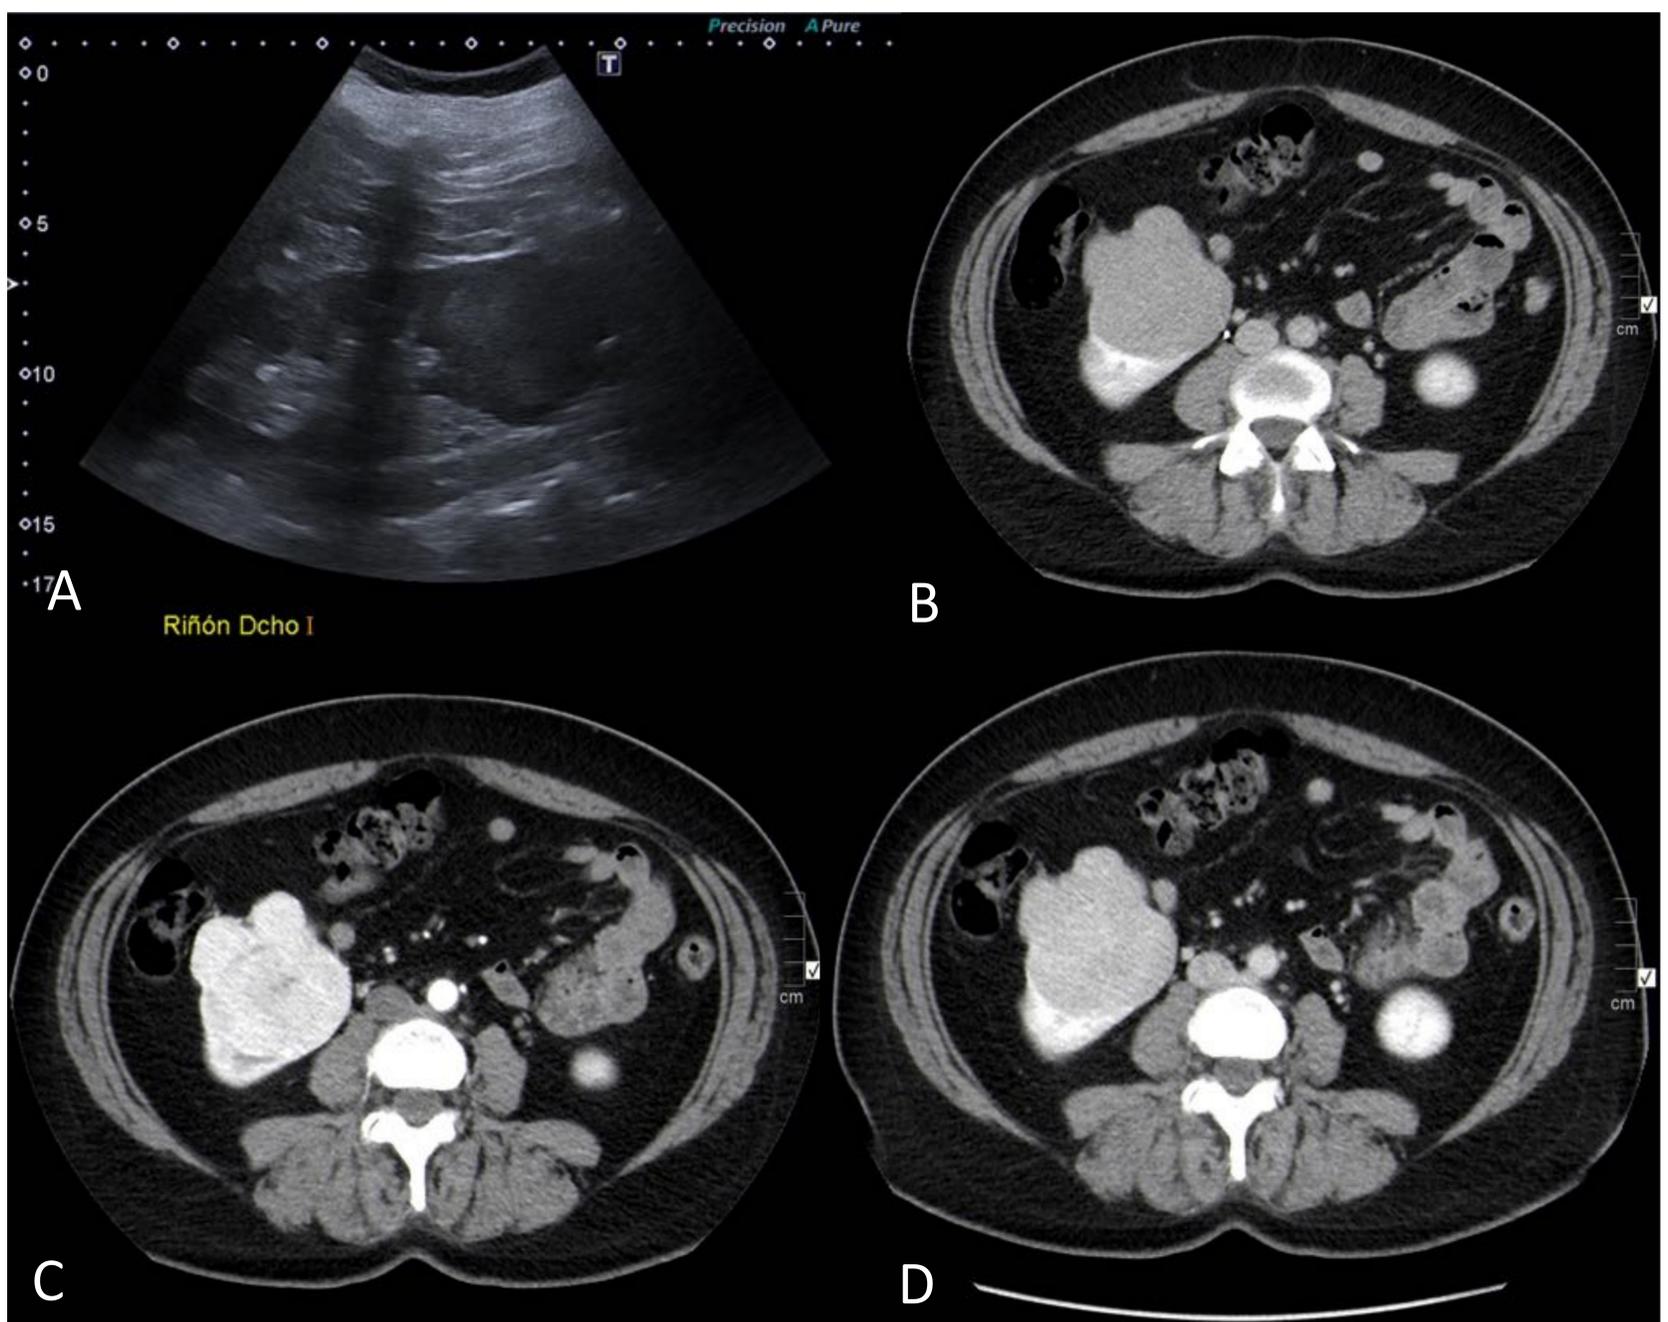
A: Ecografía abdominal que muestra masa en polo inferior de riñón derecho. B, C y D: TC con contraste que muestra la misma masa en polo inferior de riñón derecho en TC sin contraste, fase arterial y fase venosa.
